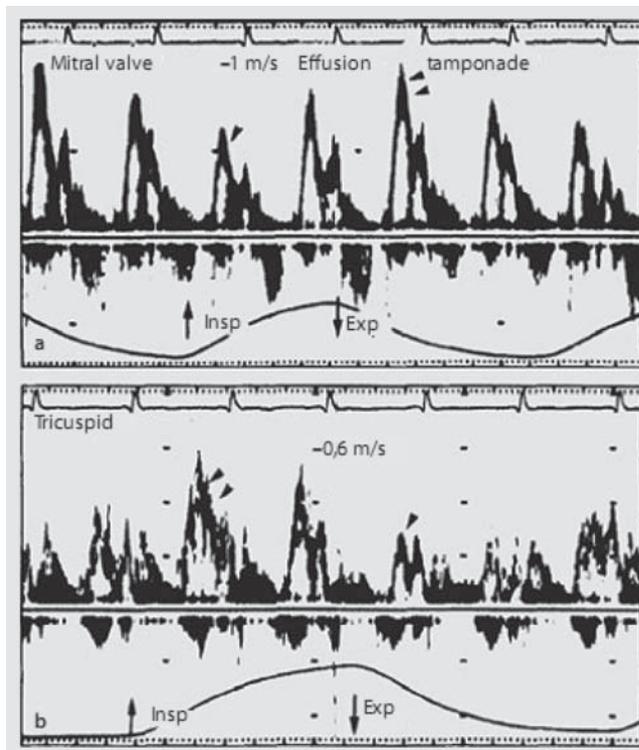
Допплер-эхокардиография, демонстрирующая респираторные изменения скоростей потоков при тампонаде сердца. (а) На вдохе (Insp) скорость Е-пика трансмитрального потока уменьшается значительно с противоположными изменениями на выдохе (Exp). (б) Реципрокные изменения аналогичного показателя на трехстворчатом клапане (Oh J.K. et al., 1993)
